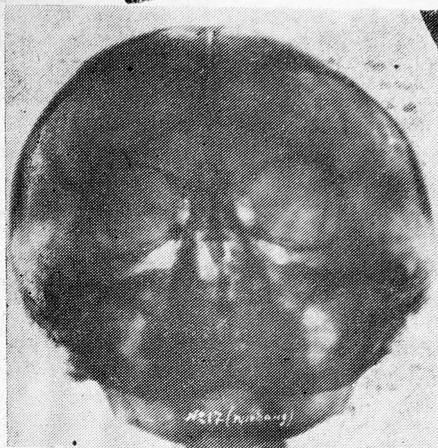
Фотокопия рентгенограммы черепа в подбородочно-носовой проекции больной Б., 24 лет (диагноз — злокачественная шизофрения, состояние дефекта). На снимке определяется метопический шов, кости свода истончены.
